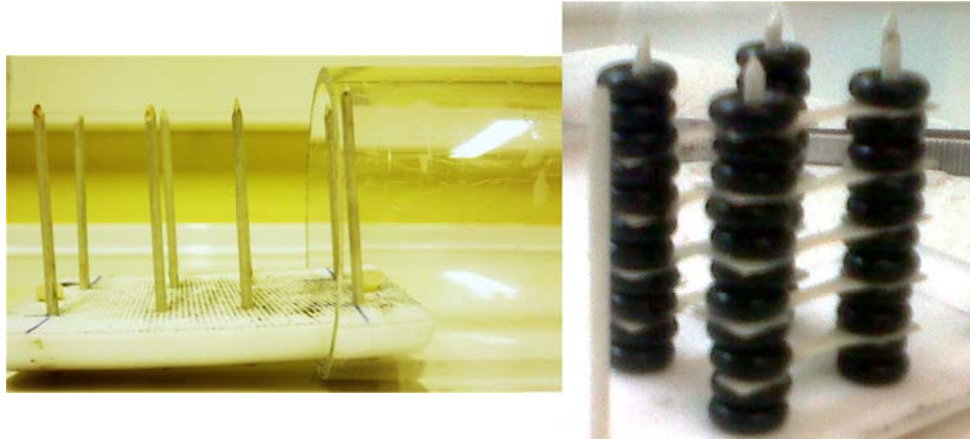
Izq. Dispositivo diseñado para el alojamiento de las probetas para la realización del micro-CT. Drch. Muestra de probetas montadas sobre el dispositivo diseñado.
